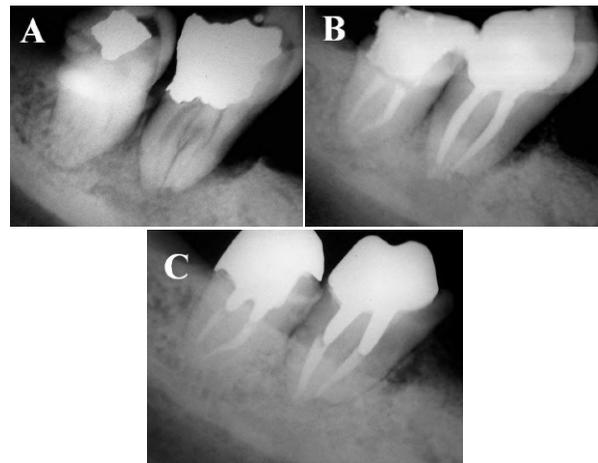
A: Radiografía preoperatoria de un primer molar inferior con una zona radiolúcida perirradicular envoltiva diagnosticada como una enfermedad endoperiodontal combinada; B: Radiografía posoperatoria inmediata al tratamiento endodóntico; C: Radiografía posoperatoria a distancia del tratamiento endoperiodontal, después de 14 años, en la que se observa una clara neoformación ósea perirradicular.
